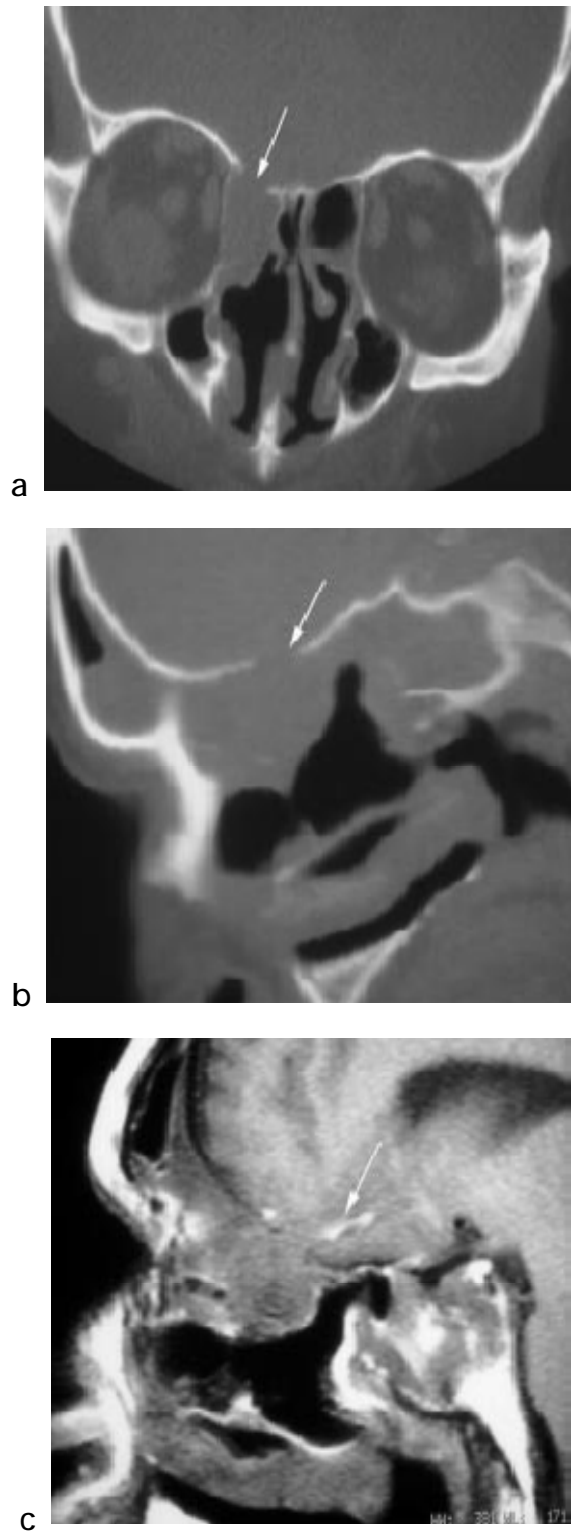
Brèche du toit de l'ethmoïde droit lors d'une ethmoïdectomie totale bilatérale (flèche). a : coupe coronale TDM. b : coupe sagittale TDM. c : coupe sagittale SE T1 montrant la contusion frontale associée (flèche) [127].
